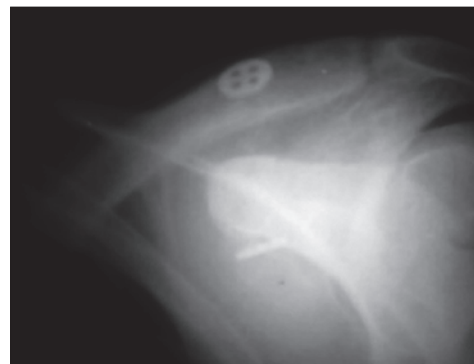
Рентгенографія ключично-акроміального суглоба з фіксацією 2 елементами «ендобатон»
